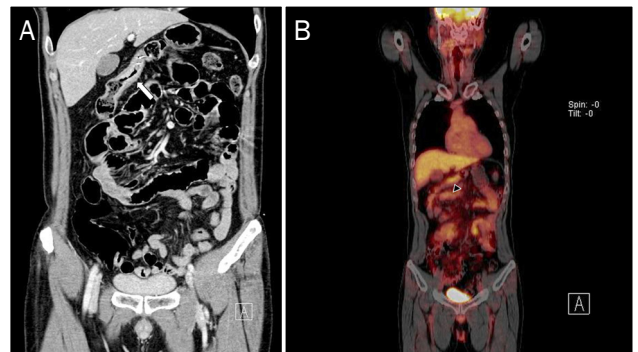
Radiologic images. (A) Abdominal CT revealed irregular enhancing wall thickening on transverse colon (white arrow). (B) PET-CT showed localized segmental hypermetabolism on transverse colon (black arrowhead). CT, computed tomography; PET, positron emission tomography.
